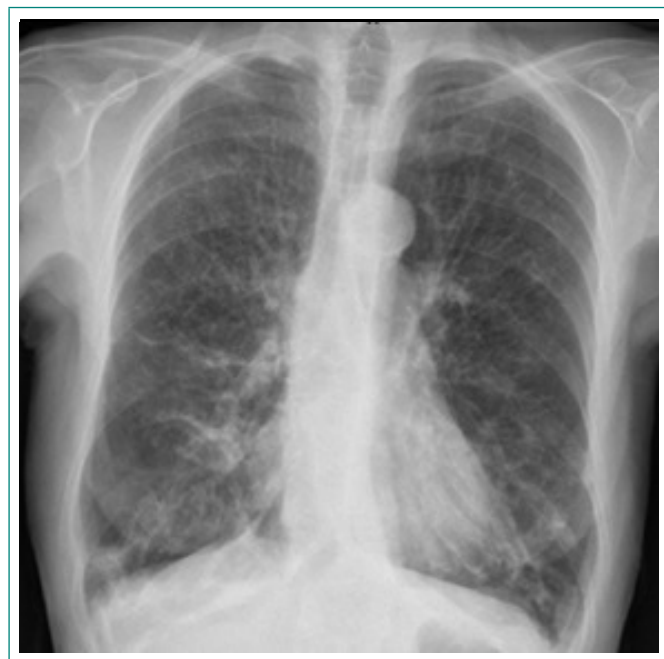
Radiografía de tórax. Signos de enfisema, lesiones lineales en campo medio e inferior derechos compatibles con atelectasias-bronquiectasias
